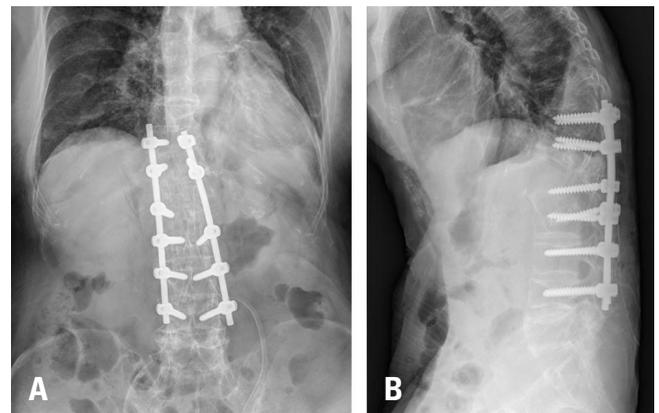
Thoracolumbar spine radiographs after the emergent spine operation showed posterior instrumentation and posterolateral fusion of T11-L4 and restoration of the spine alignment in anteroposterior (A) and lateral views (B).
